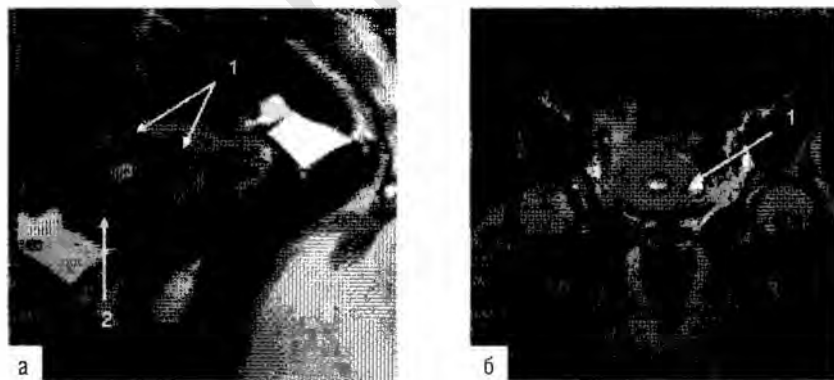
МРТ. На T2-взвешенном изображении в сагиттальной плоскости (а) определяются мелкие очаги эндометриоза в ткани миометрия, расположенные интерстициально (1) и прилежащие к переходно-соединительной зоне (2). На коронарном T2-взвешенном изображении (б) по левой боковой стенке интерстициально определяется единственный очаг эндометриоза с кистозной трансформацией (1).
